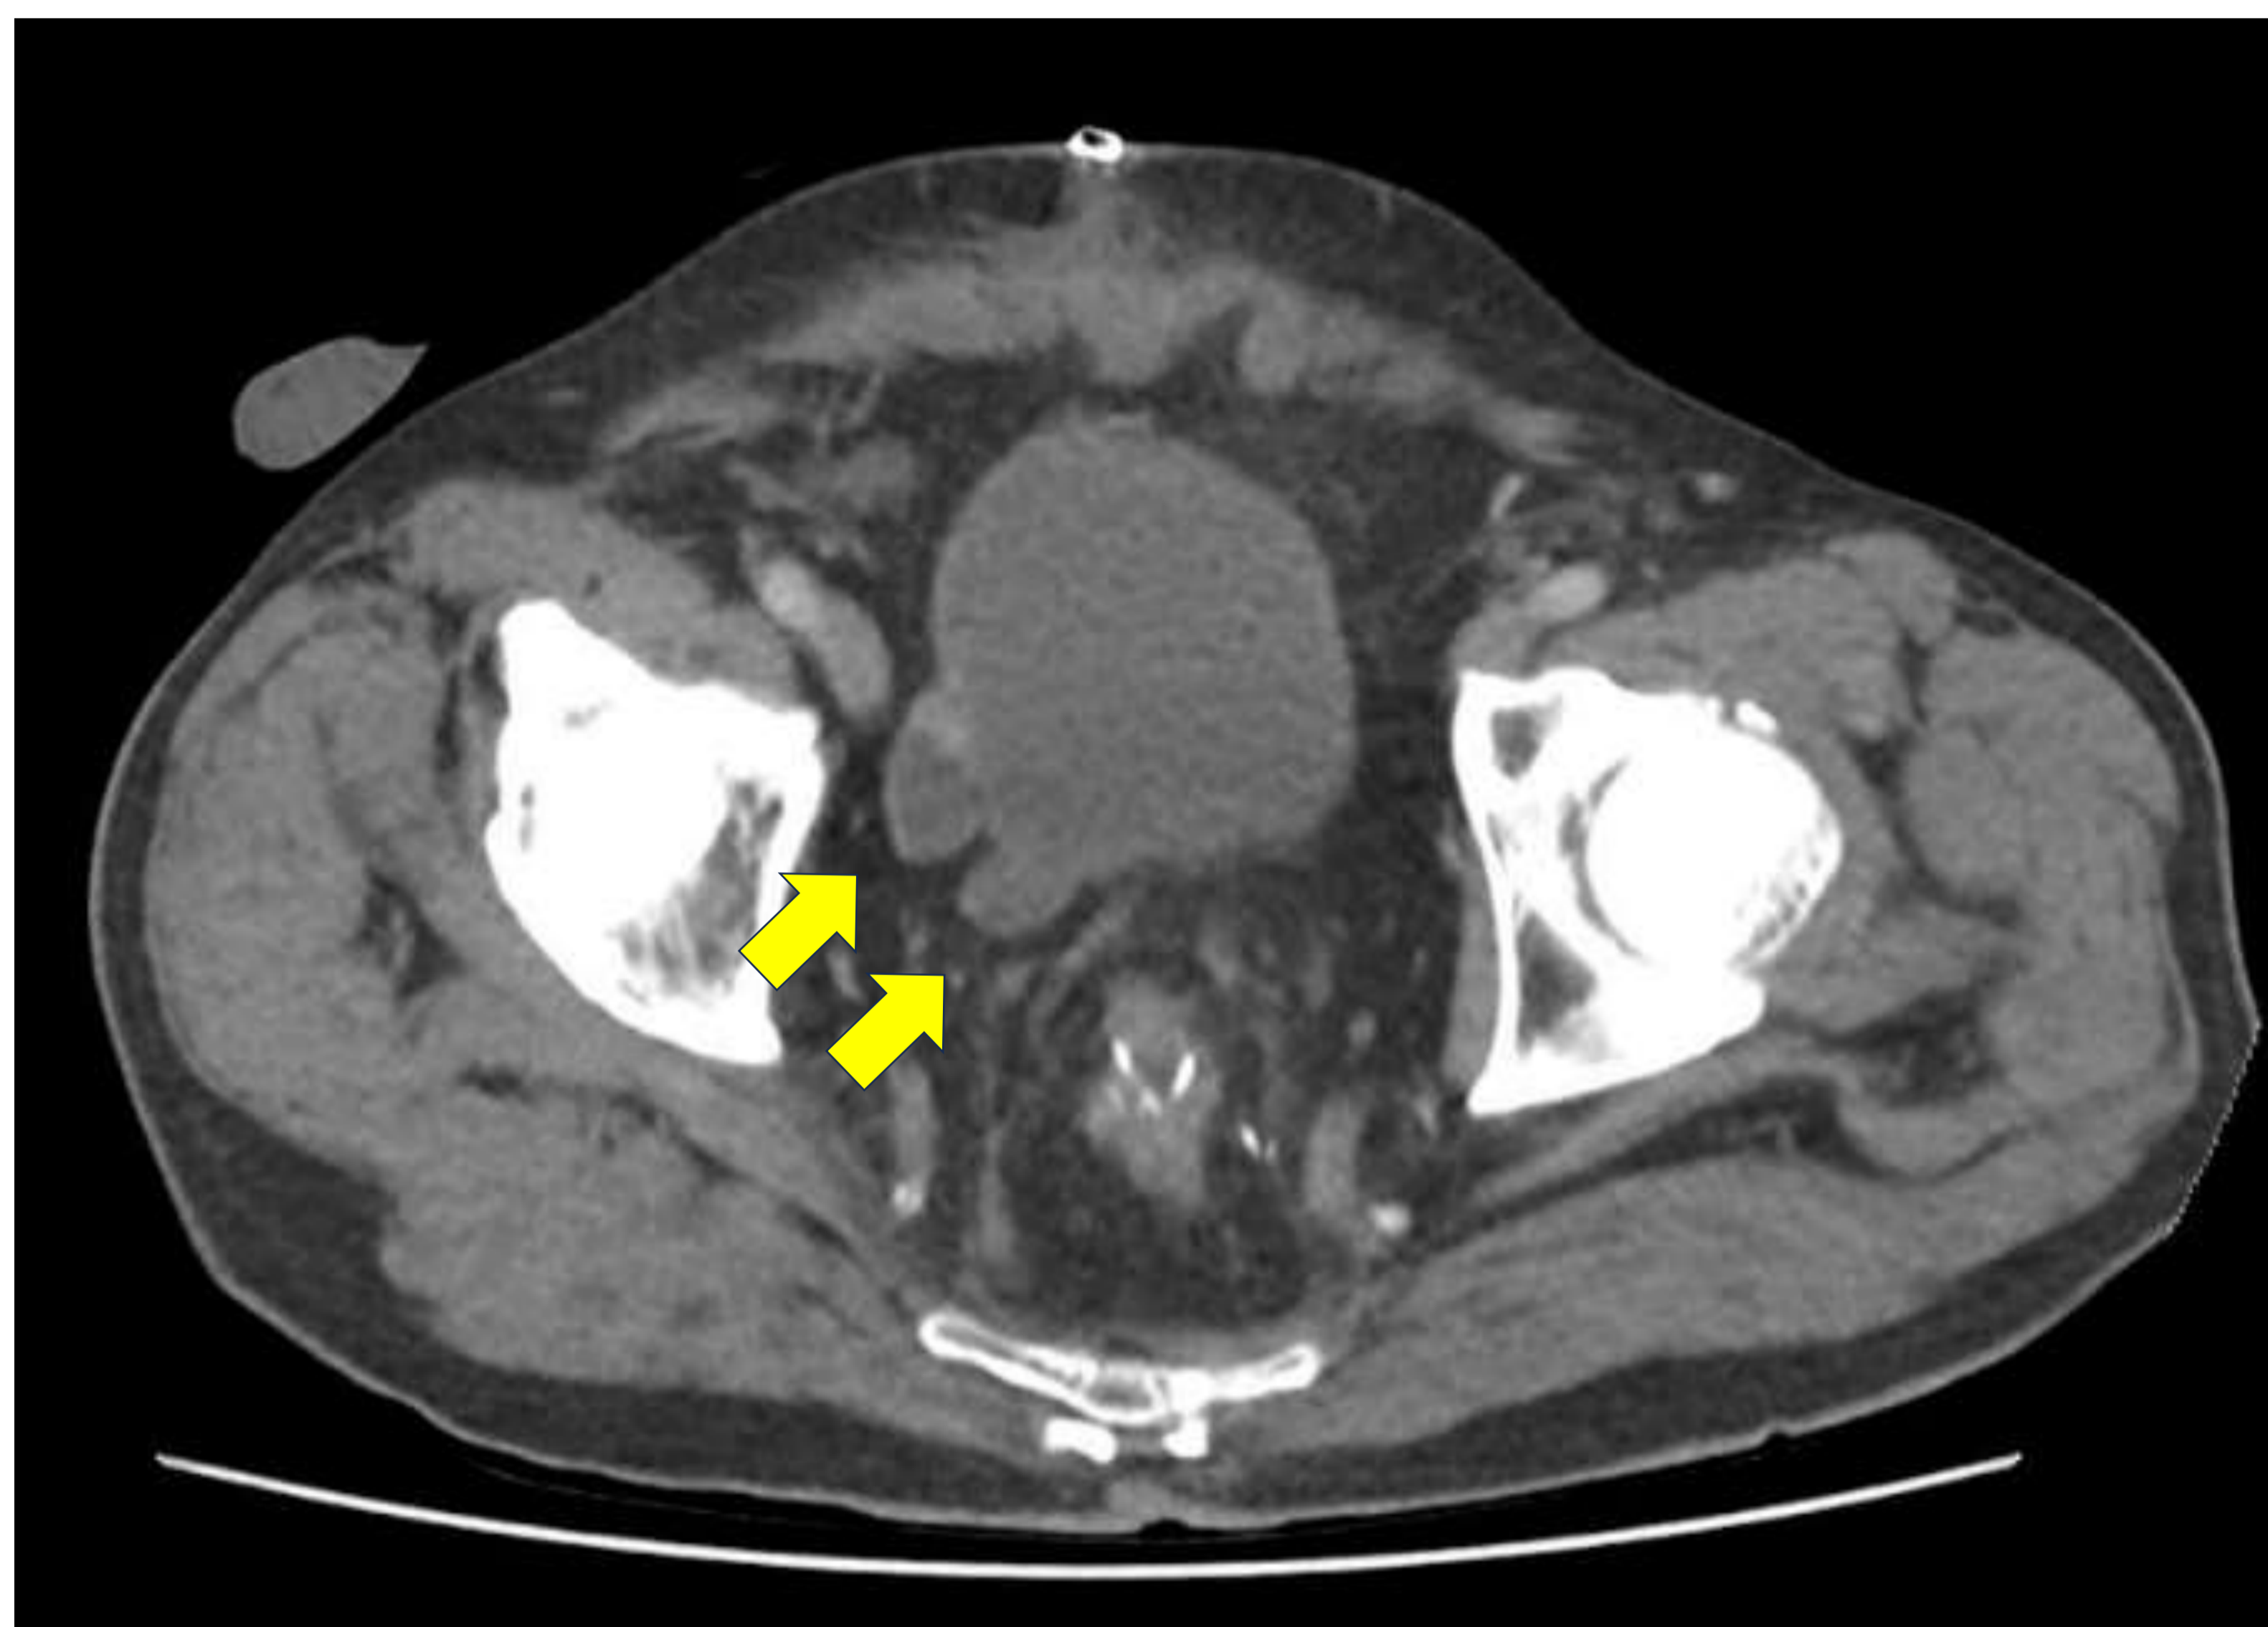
TC abdominopélvico con contraste, corte axial. Vejiga de esfuerzo con divertículos en la pared lateral y posterolateral derecha (*flechas amarillas*).
